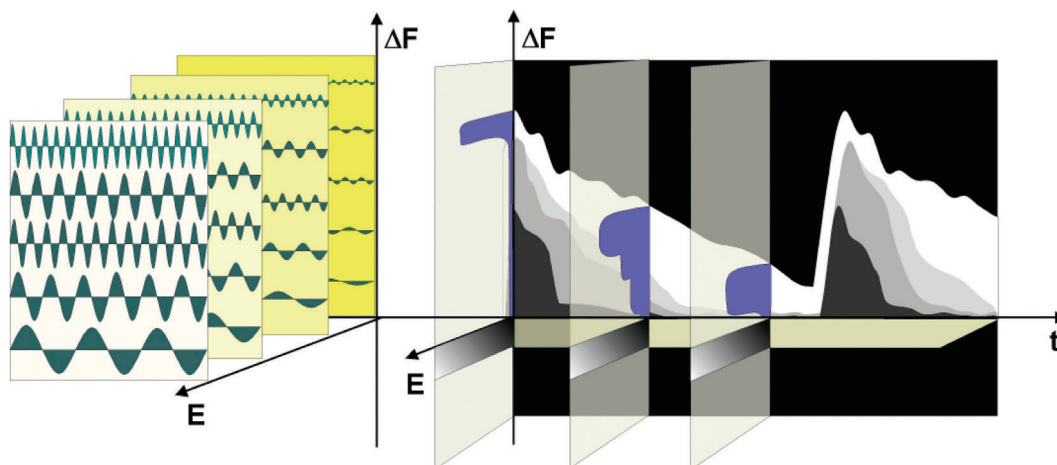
Analyse spectrale en temps réel du signal Doppler. Elle fournit un graphique en trois dimensions : en abscisses, le temps (t), en ordonnées, les fréquences Doppler ΔF (donc la vitesse circulatoire sanguine), et en brillance (échelle de gris) l'énergie (E) du signal Doppler, elle-même proportionnelle au nombre de globules rouges (diffuseurs) se déplaçant, dans le volume de mesure, à la vitesse correspondante.
